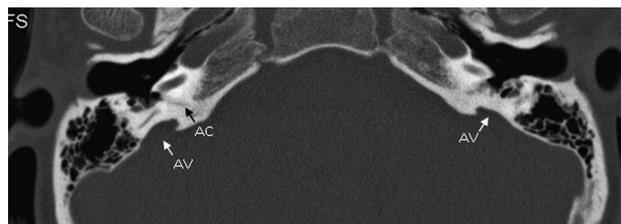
Tomografía computarizada. Recorte axial: marcada dilatación del acueducto vestibular (AV) y aumento del calibre de la porción media del acueducto coclear (AC), más expresivos a la derecha.
